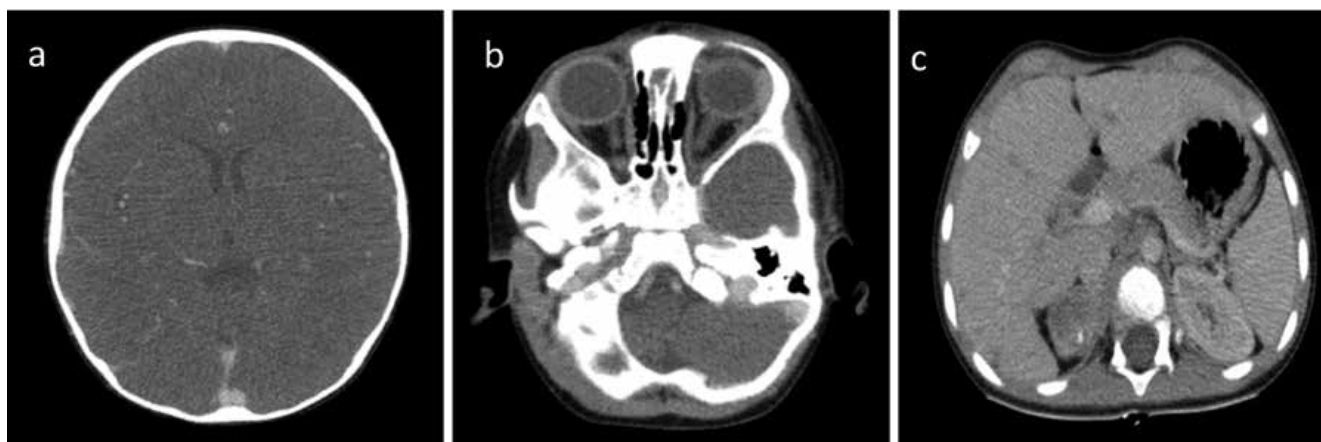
Промежуточный КТ-контроль после четырех курсов ПХТ: полный регресс внутричерепного (а) и ретробульбарного (б) распространения опухоли, частичный регресс опухоли правого надпочечника (с).
